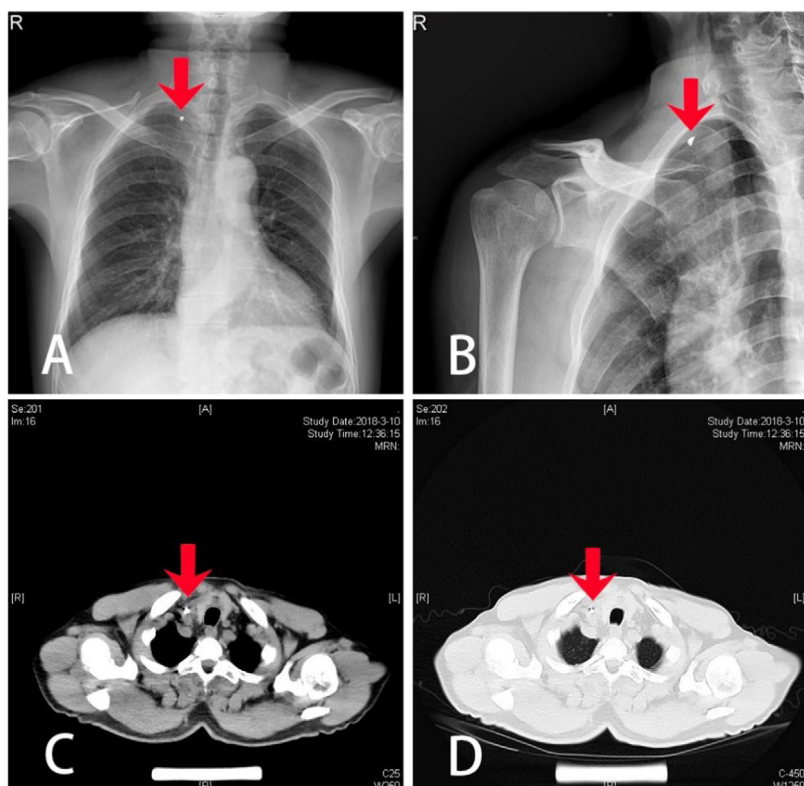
Imagem pré-operatória: (A) Radiografia de tórax frontal; (B) Radiografia da articulação clavicular tangencial; (C) TC de tórax simples (janela do mediastino); (D) TC de tórax simples (janela pulmonar); (seta vermelha que aponta para o corpo estranho).
